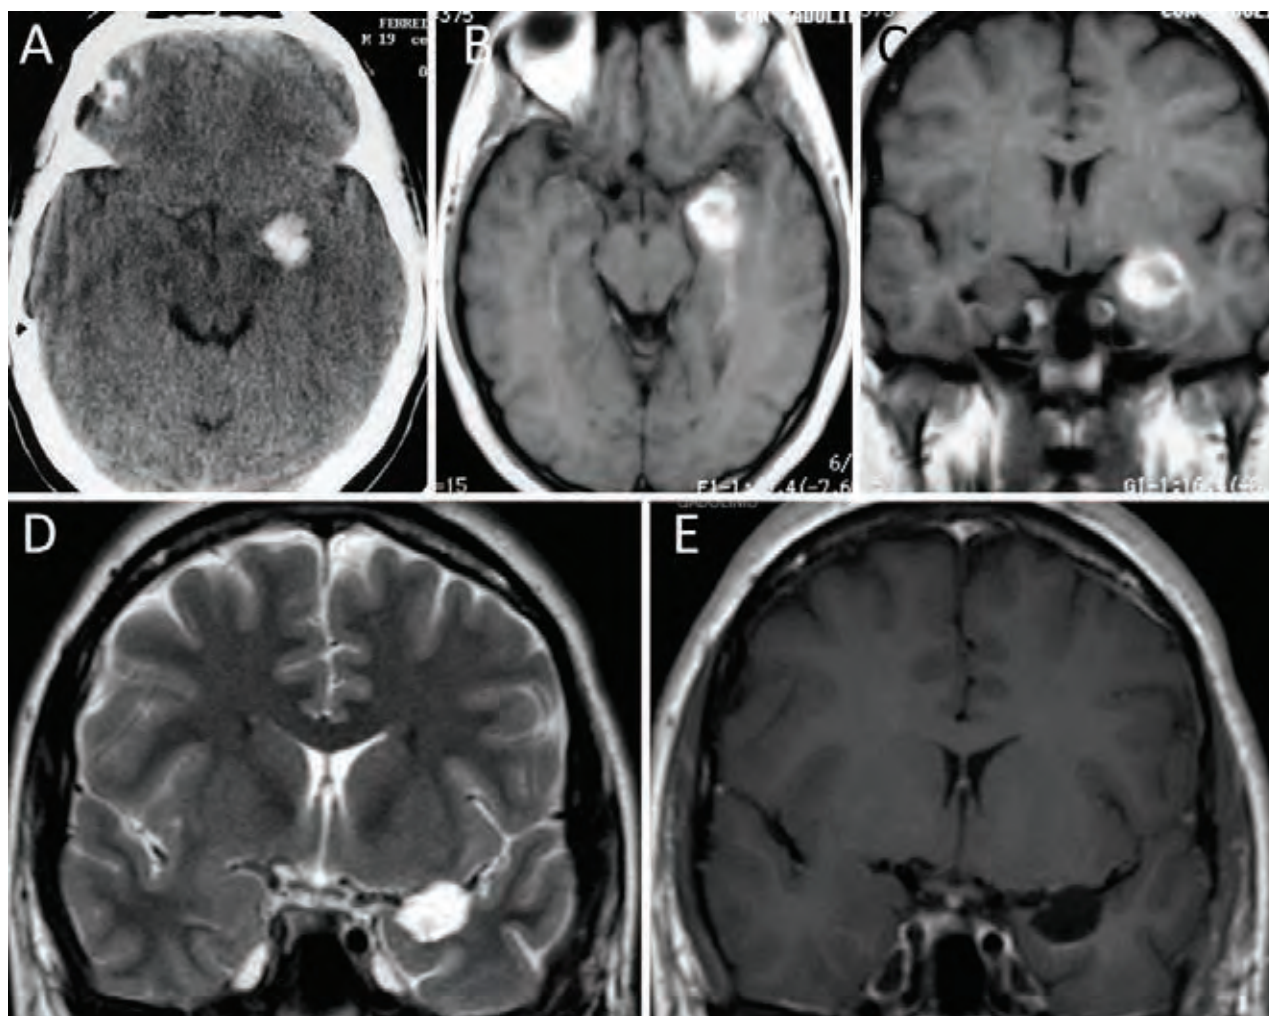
A-C, TAC y RM que muestra un sangrado en el sector anterior de la RTM izquierda. Se realizó una vía transsilviana-transinsular. D y E, RM postoperatoria, mostrando una exéresis completa de la lesión, con preservación de la corteza temporal lateral y basal. La anatomía patológica informó cavernoma.
